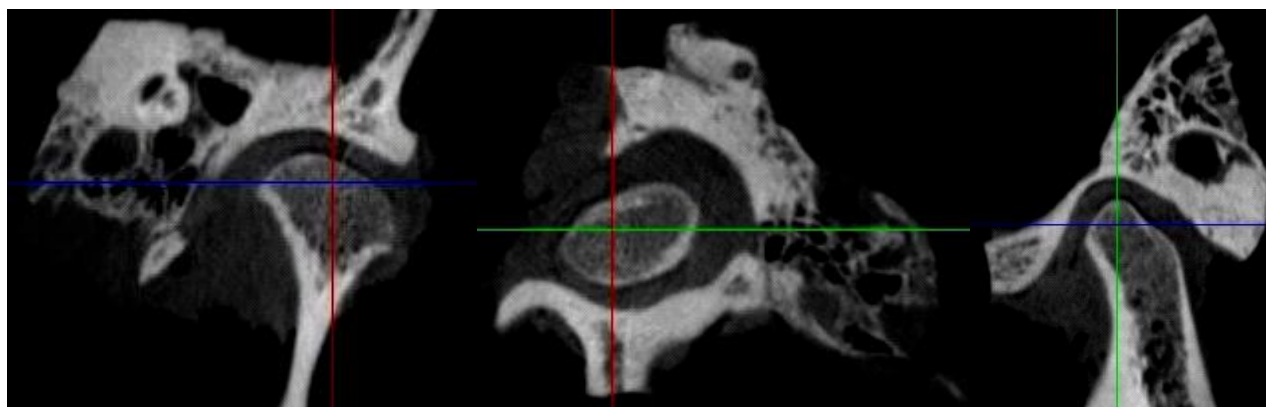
Комп'ютерна томограма анатомічного блоку: фронтальний, аксіальний і сагітальний зрізи (зліва направо)
